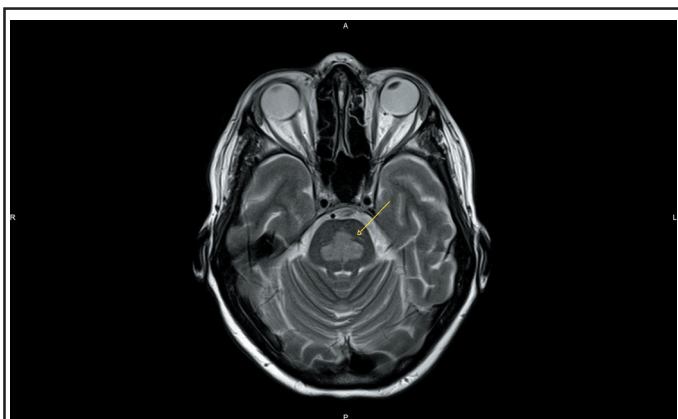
IRM cérébrale, coupe axiale Turbo Spin Echo pondérée T2. La flèche montre une vaste plage centropontine symétrique hypersignale T2 compatible avec une plage de myélinolyse.
